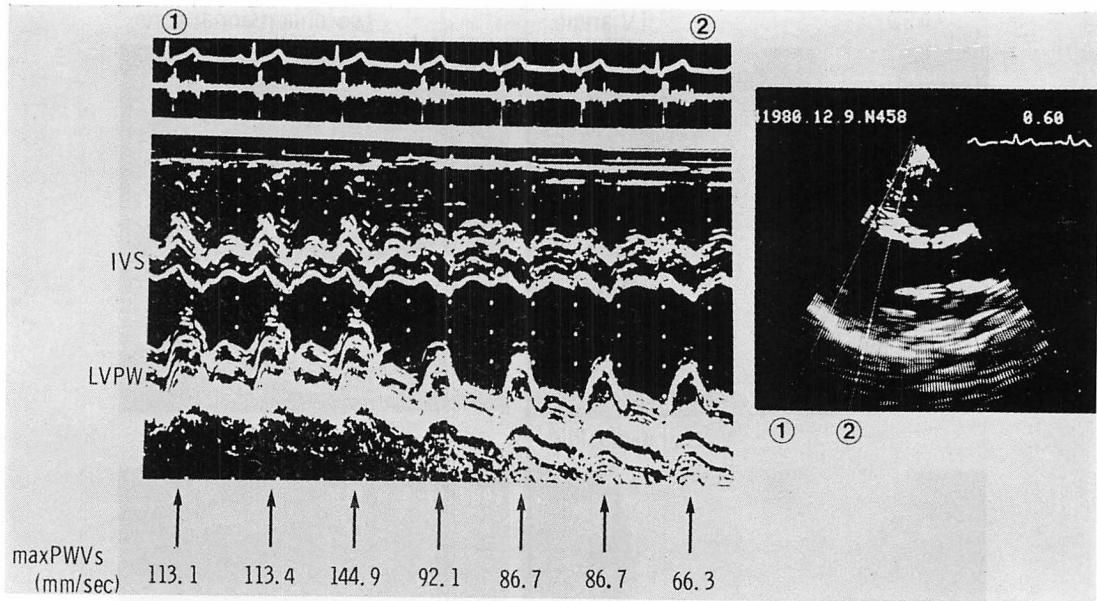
IVS-LVPW echocardiogram from a patient with atrial septal defect.
